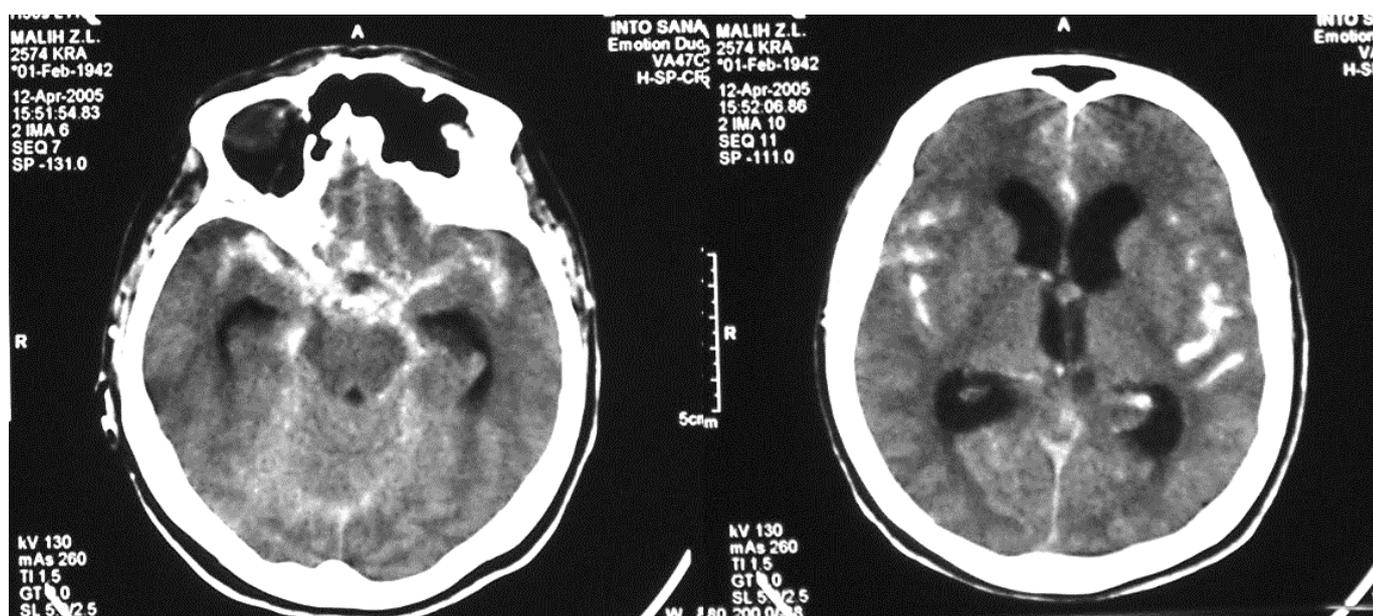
КТ головного мозга б-ной М., 62 лет ист. б-ни. № 5222, с базальным САК IV степени вследствие разрыва АА ПМА-ПСА справа.
